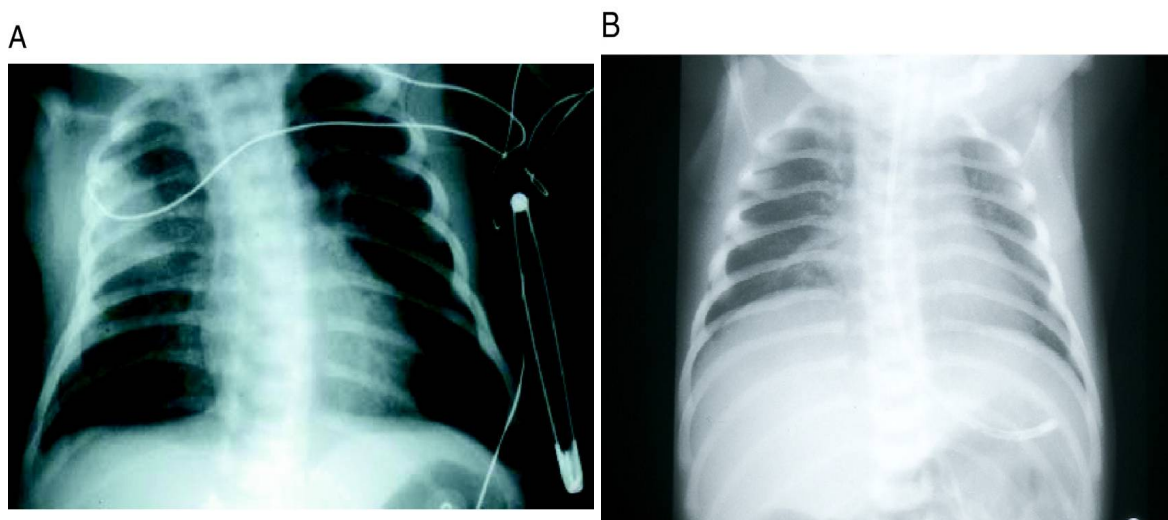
Radiographies pulmonaires. Pneumopathie bactérienne.
